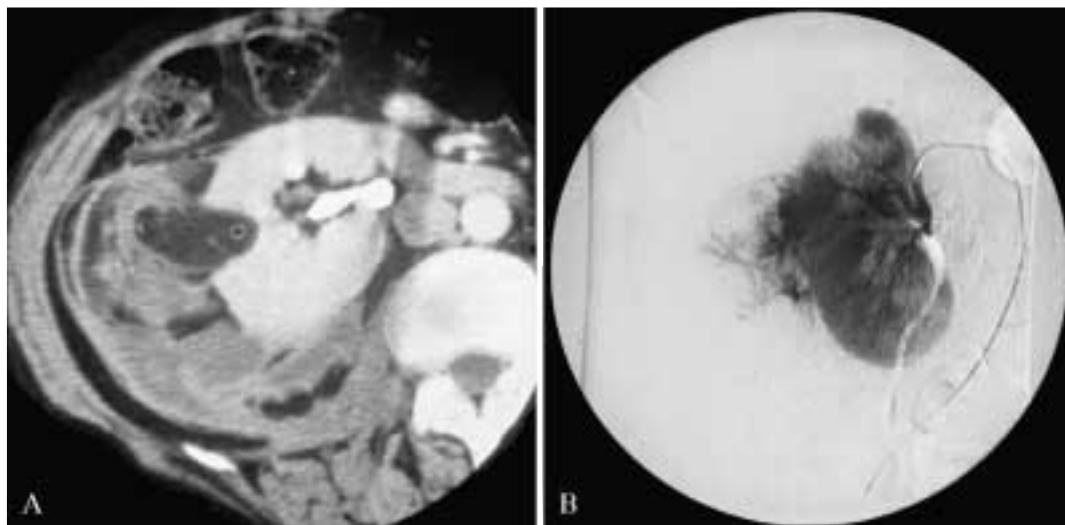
Angiomiolipoma renale destro sanguinante. A) TC diretta. In sede mesorenale destra si rileva una lesione “ad iceberg” con una componente a densità francamente adiposa e una notevole emorragia iperdensa perirenale, che disloca anteromedialmente il rene. Ispessimento della fascia renale e dei setti reno-renali. Arteriografia renale destra. Lesione ipervascolare con vasi a decorso tortuoso e pseudoaneurismi.
